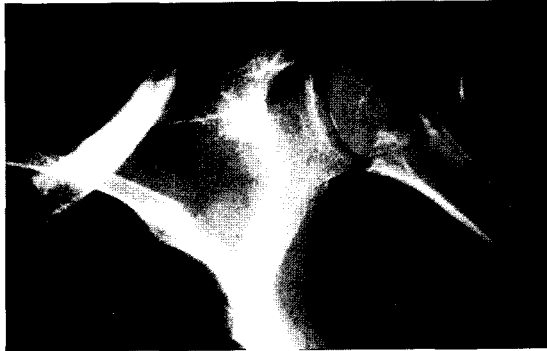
A 64 old male patient injured by fall down. The roentgenograph shows two part fracture of the Lt. proximal humerus.
